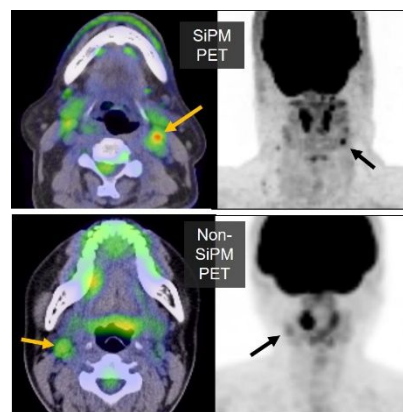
SiPM PET と Non-SiPM PET のリンパ節転移診断精度
